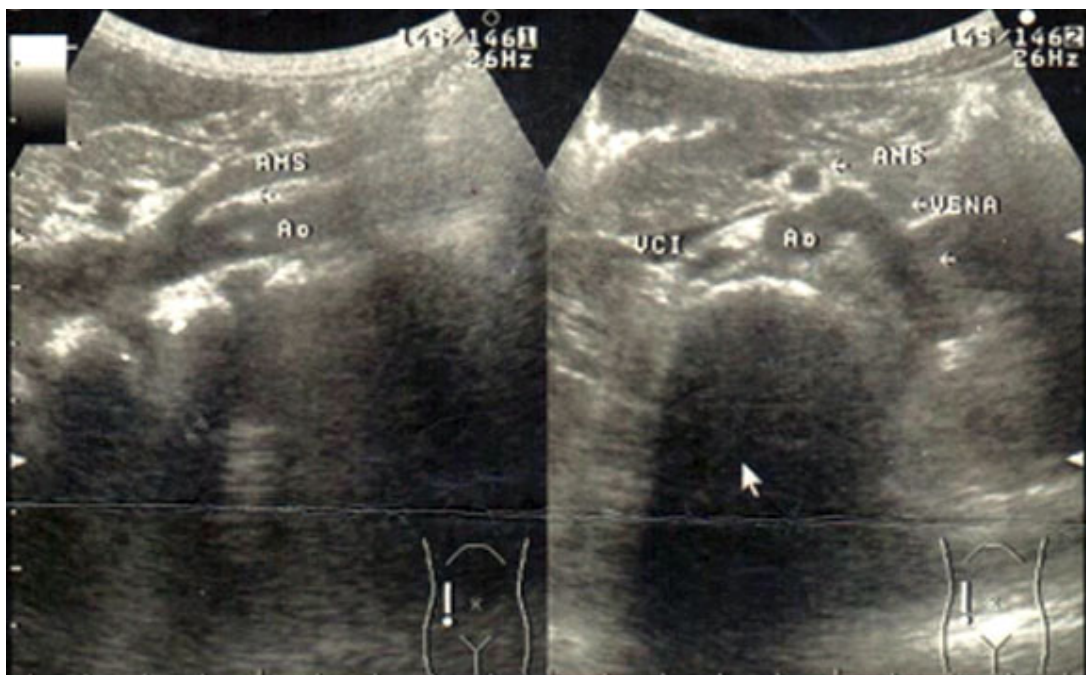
Ultrasonido renal. Vena renal izquierda (VRI) dilatada por compresión de esta por la aorta y la arteria mesentérica superior (AMS).
